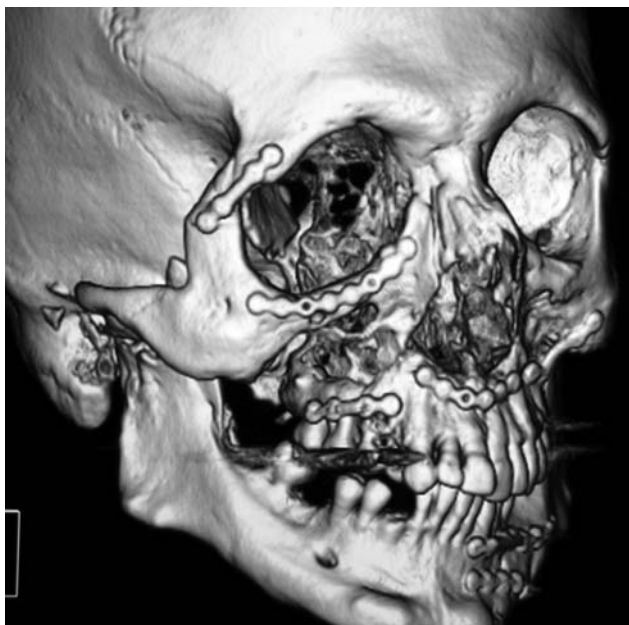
TC craneofacial con reconstrucción 3D que muestra la reducción y osteosíntesis de las fracturas panfaciales, con maloclusión dental y anquilosis temporomandibular
